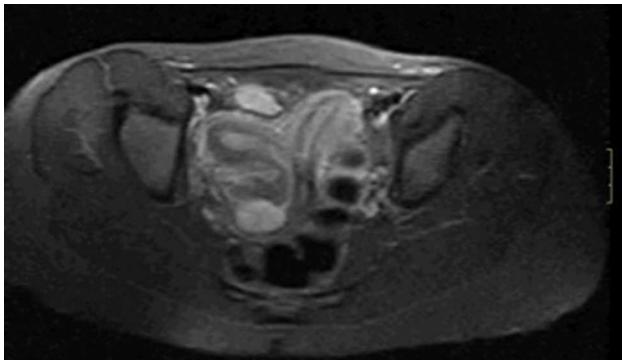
Resonancia magnética. Útero didelfo y colección en la región paravaginal lateralizada hacia la derecha.
